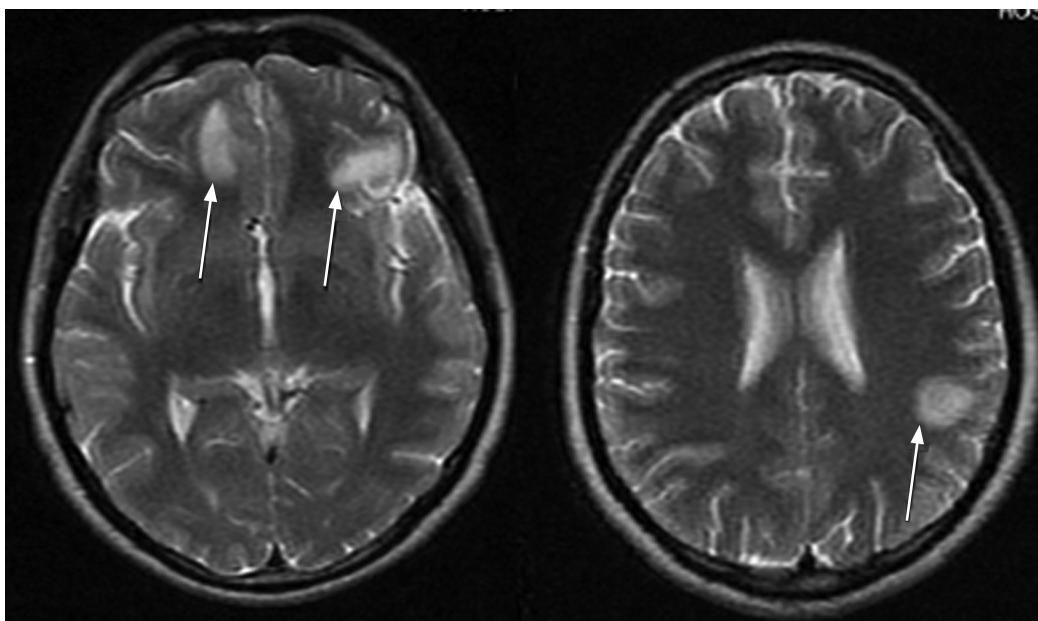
Resonancia nuclear magnética de cerebro con contraste endovenoso, al ingreso. Se observa en secuencia T2 lesiones nodulares con intenso realce tras la administración del contraste y con edema perilesional ubicadas en región frontobasal paraseptal derecha.
